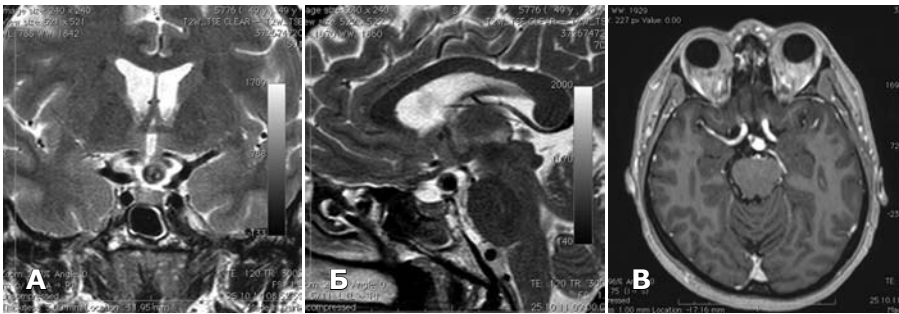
МРТ головного мозку. А — фронтальна проекція; Б — сагітальна проекція; В — горизонтальна проекція.
